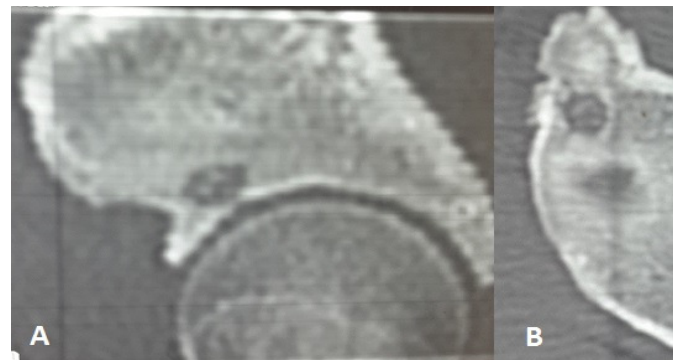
(A) TDM en coupe frontale; (B) TDM en coupe axiale montrant la lacune
